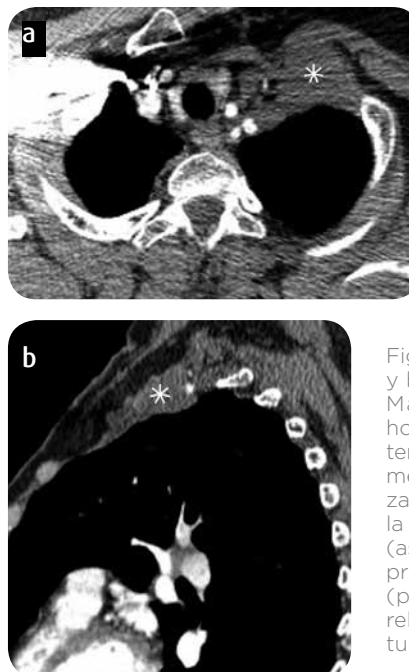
a) TC corte axial y b) reconstrucción sagital. Masa de baja densidad, homogénea, sin realce posterior a la administración del medio de contraste, localizada en el tercio superior de la pared torácica izquierda (asterisco) que involucra los primeros tres arcos costales (previamente resecados), relacionada con recidiva de tumor desmoide.
